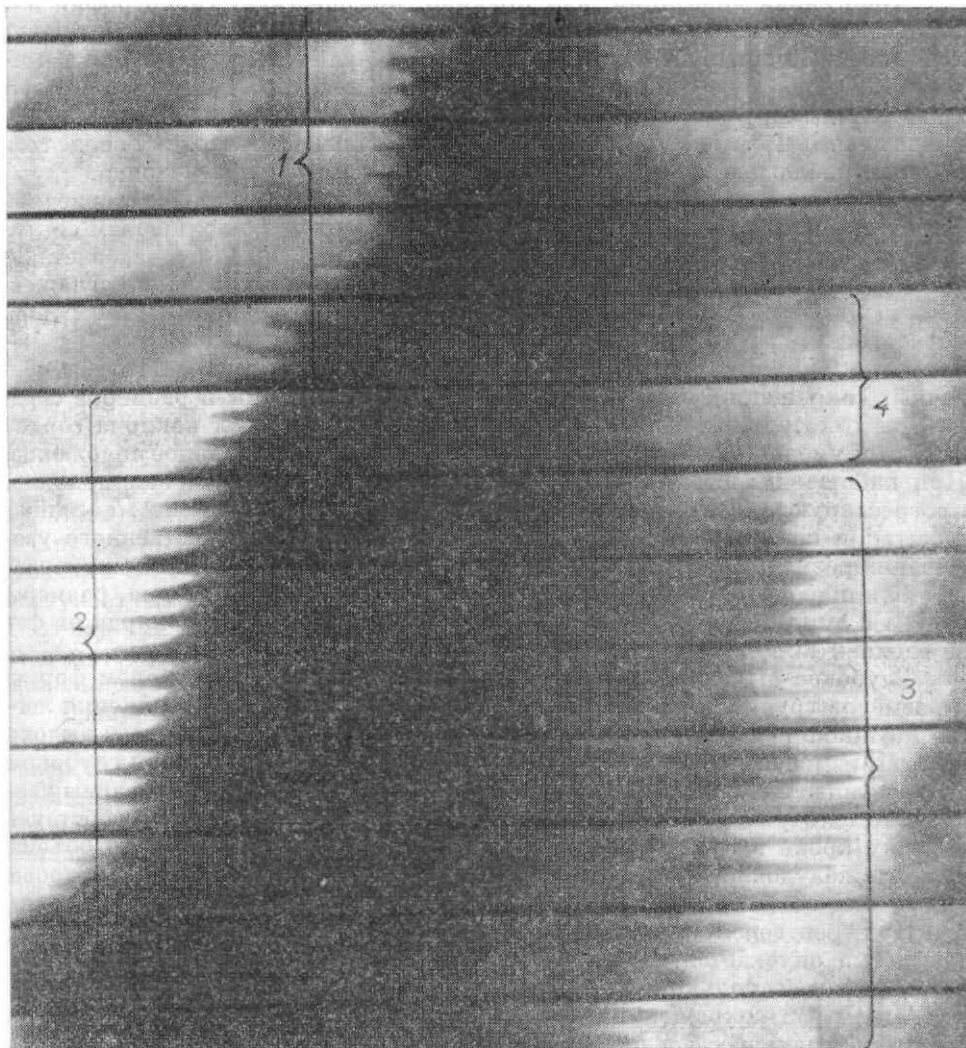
Рентгенокимограмма сердца в левой передней косой проекции. Определяется амплитуда сокращений обоих желудочков и восходящей аорты. 1 — восходящая аорта; 2 — правый желудочек; 3 — левый желудочек; 4 — левое предсердие.
